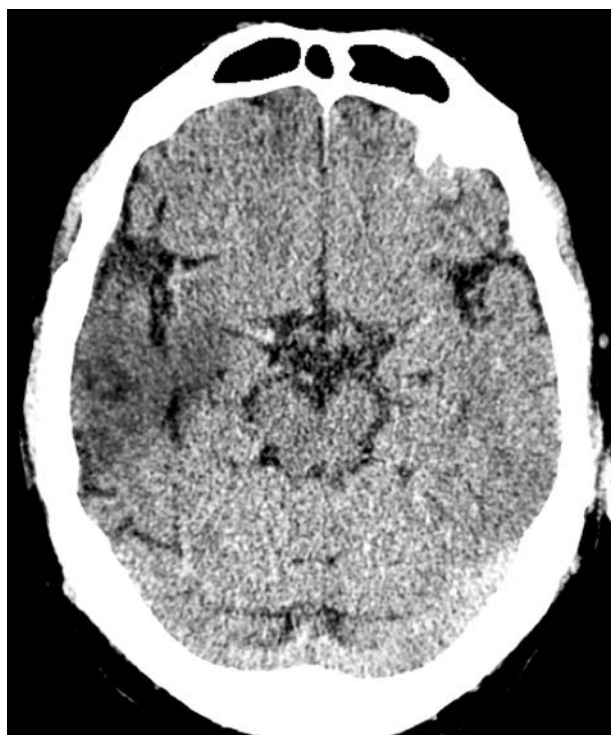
Компьютерная томограмма пациента с повторным мозговым полушарным ишемическим инсультом корково-подкорковой локализации правого полушария
